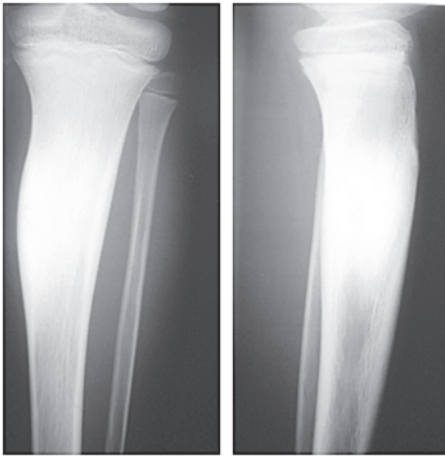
Radiografia inicial da tíbia esquerda AP e Perfil
